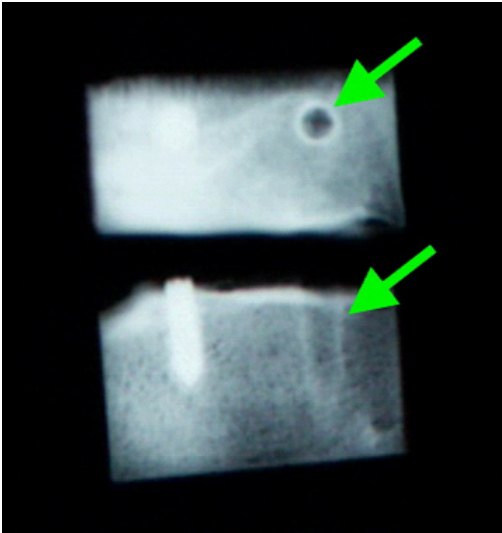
Die Makroradiographie längs und quer zur Implantatachse zeigt ein reguläres Bild der Implantate mit einem röntgendichten Saum (Pfeil). Probe 1503 Position 2, nach 6 Monaten Implantationszeitraum
